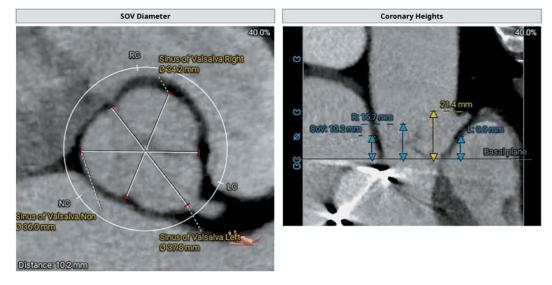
Cross-sectional view of the aortic valve and longitudinal section of the aortic root on CT.
